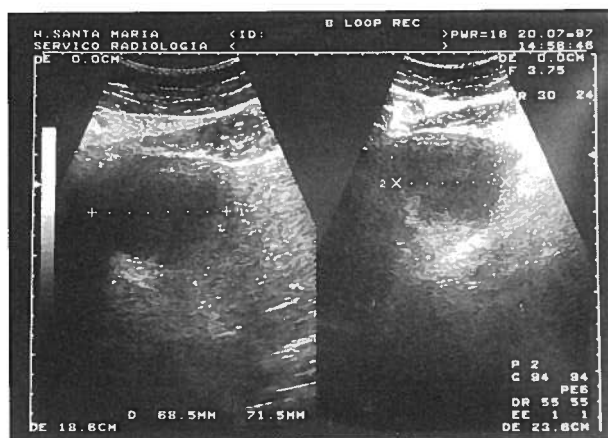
Ecografia hepática de 20-07-97
